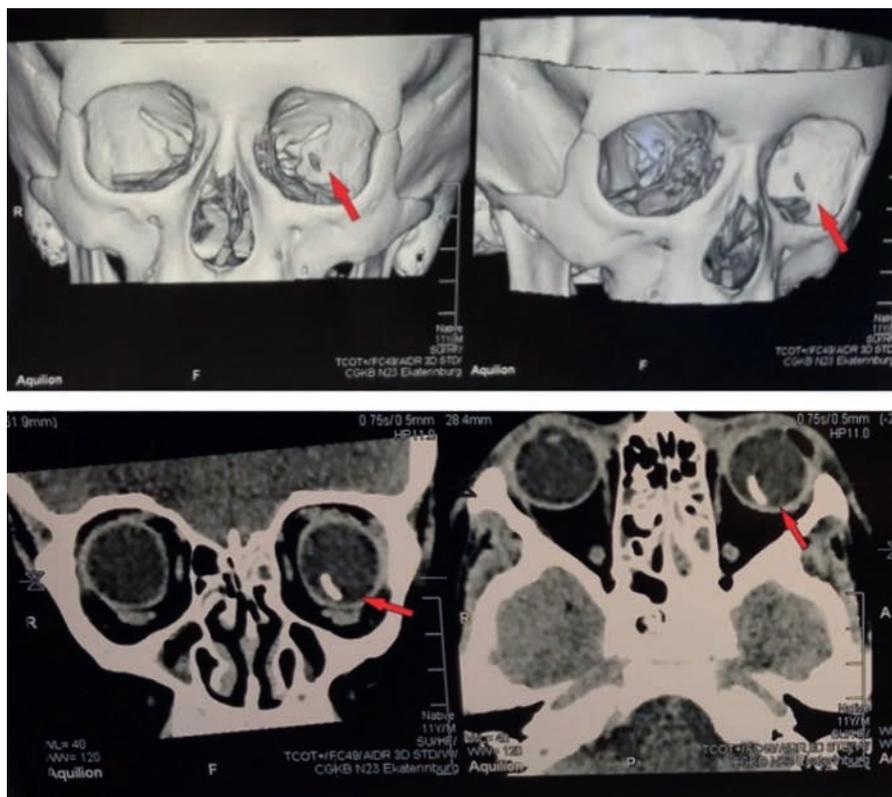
КТ орбит. Иностранное тело 2 x 6 x 10 мм в задних отделах левого глазного яблока
